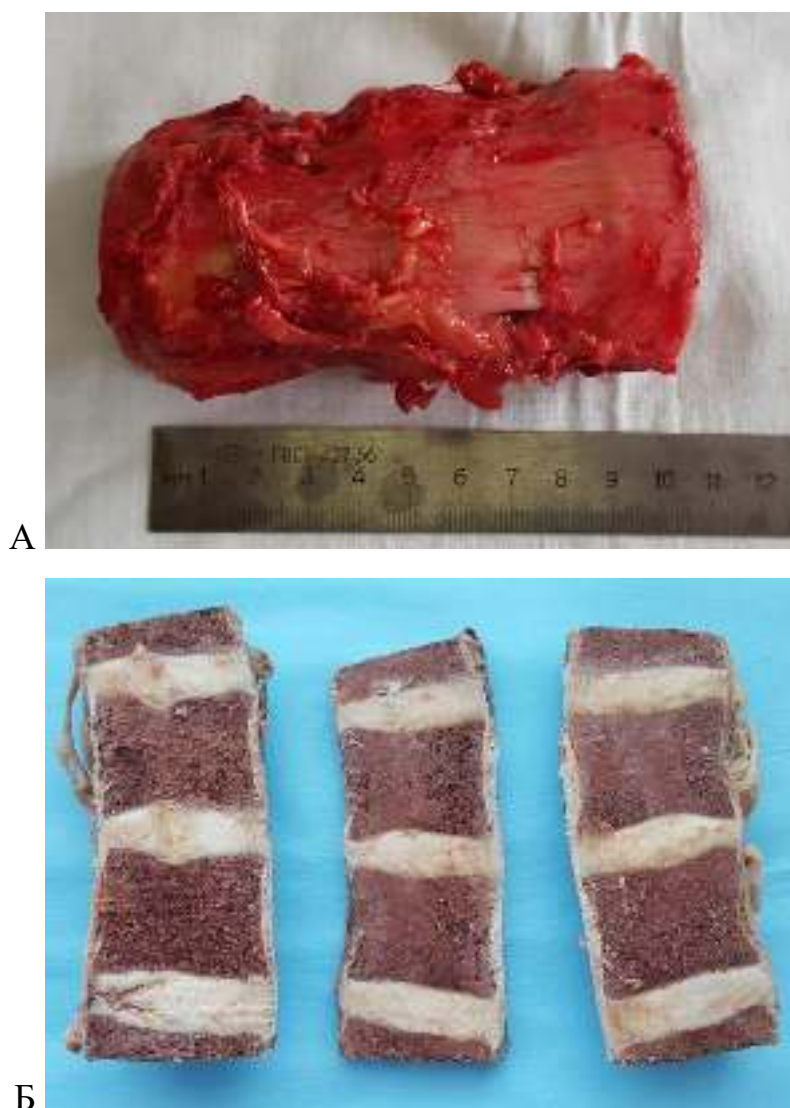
Аутопсийный блок-препарат пояснично-крестцового отдела позвоночника на этапе подготовки к МРТ (А) и морфологическому исследованию после фиксации и декальцинации (Б)
